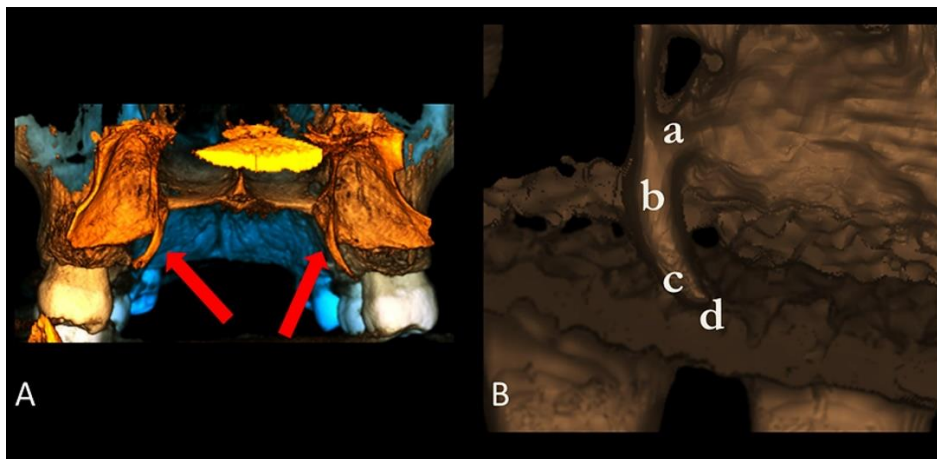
Reconstrucción 3D de Tomografía Computada Cone Beam. A: procesos hamulares (flecha roja). B: Proceso hamular donde se distinguen (a) base, (b) cuerpo, (c) cuello y (d) cabeza.
